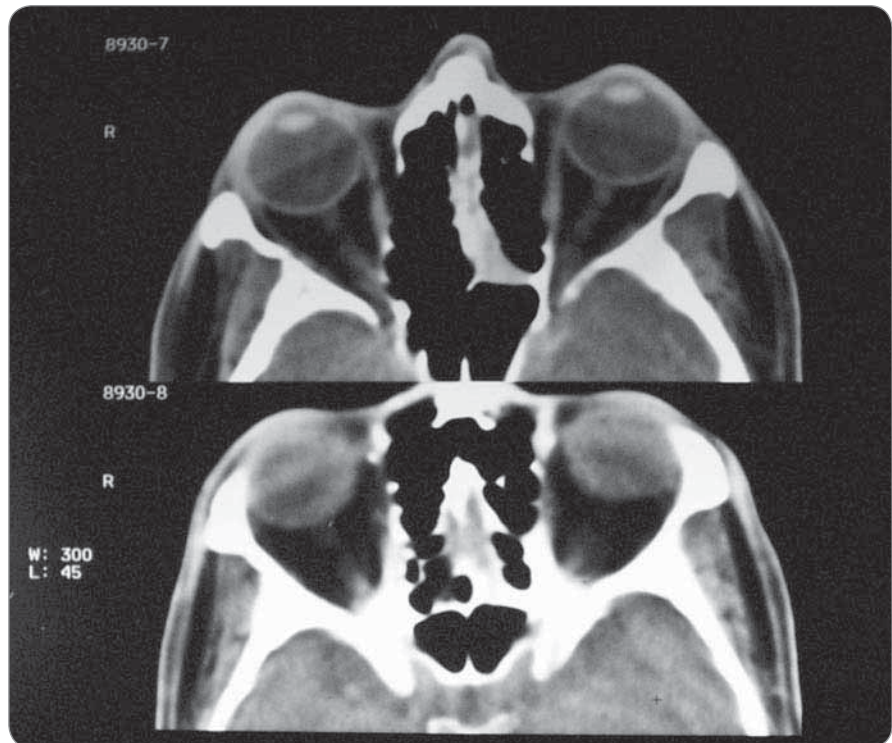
CT scan showing soft tissue density medial to middle turbinate in the axial plane.
